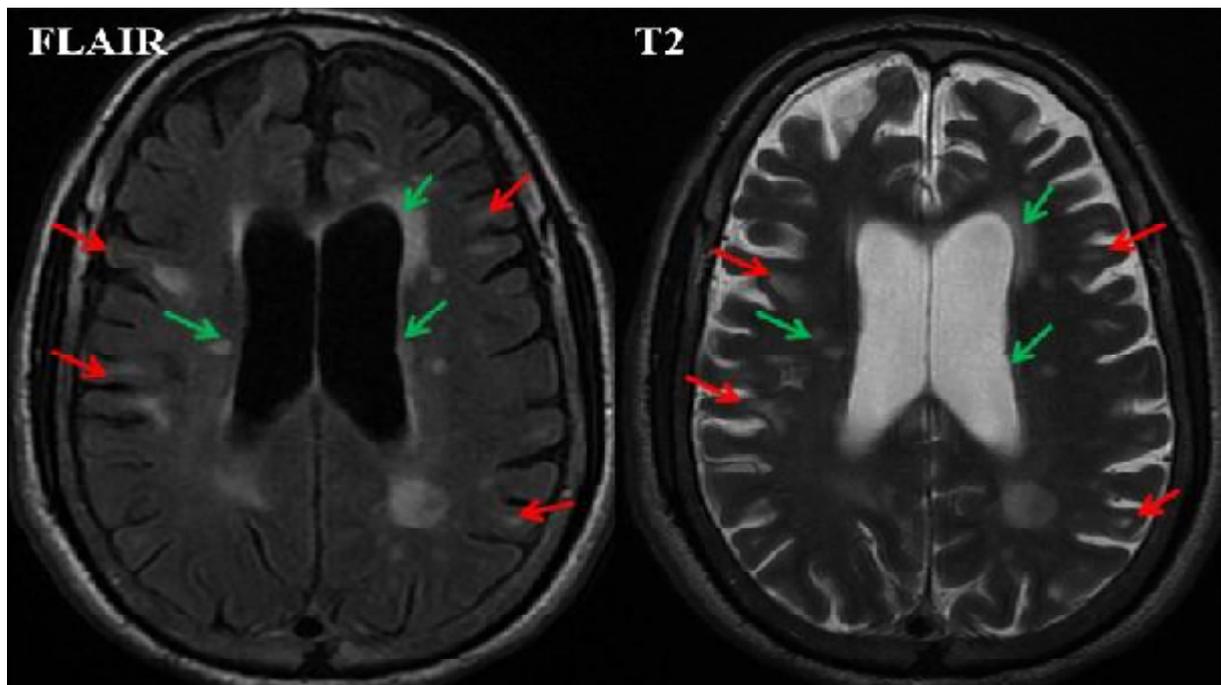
Aspect typique des lésions de la SEP Multiples hypersignaux T2 et FLAIR de la SB juxta corticale (flèche rouge) et juxta ventriculaire (flèche verte).
